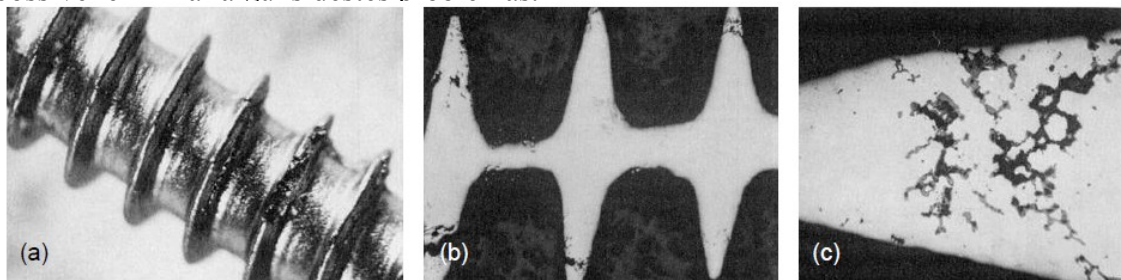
(a) Rosca do parafuso danificada; (b) e (c) Radiografia longitudinal da rosca do parafuso [18]
